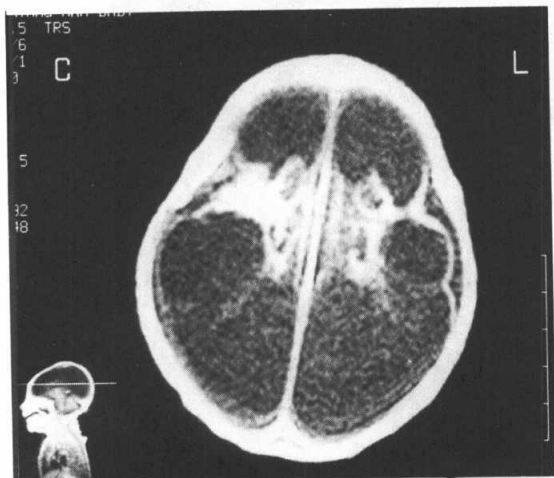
On T1WI of axial MRI with Gd-DTPA enhancement (500/30), paper-like thinning of gray matter was noted at both frontoparietal area and which connected with remaining parenchyme of temporal lobe.
